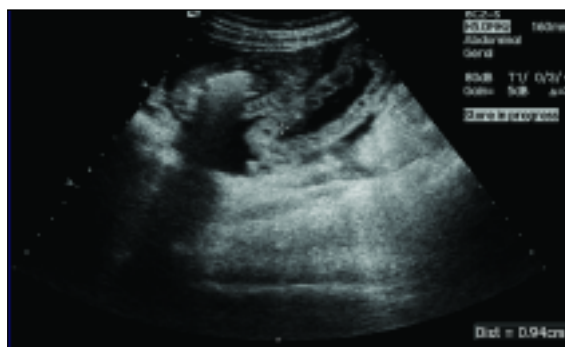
Ecografia abdominal e pélvica: espessamento da parede de uma ansa de intestino delgado, com edema (área hipococóica) e pregas da submucosa.
